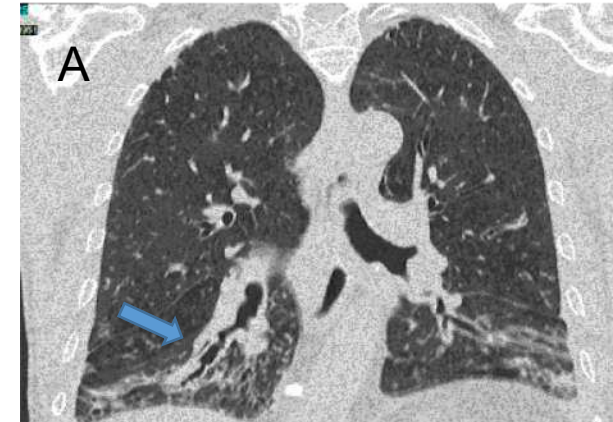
Cortes TC coronal (A), sagital (B) y axial (C): Bronquiectasias y bronquiolectasias (→).
